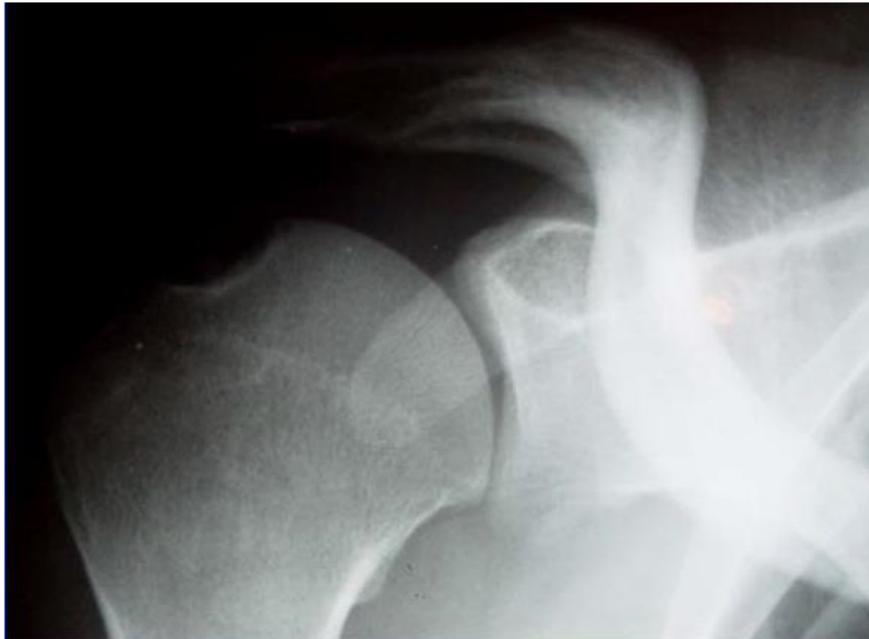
Radiographie de l'épaule : lésion bipolaire avec une arthrose glénohumérale de stade I.
